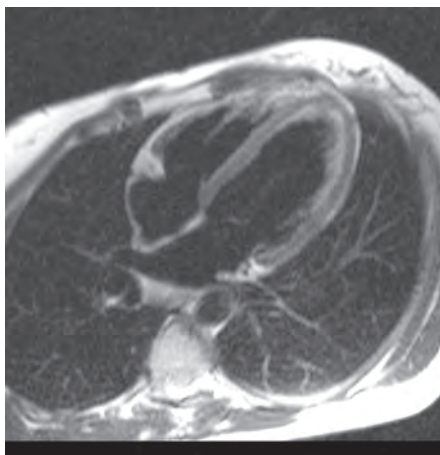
Магнитно-резонансная томография (поперечный срез ЛЖ; методика «спин-эхо»; кровь в камерах сердца выглядит темной).
